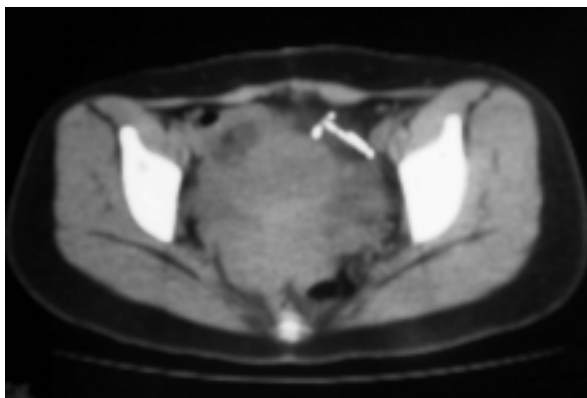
Paciente femenina de 26 años de edad, referida por no observar DIU en cavidad endometrial. En el corte axial de la tomografía computada sin medio de contraste se identifica DIU en cavidad peritoneal de situación inter-asa.
